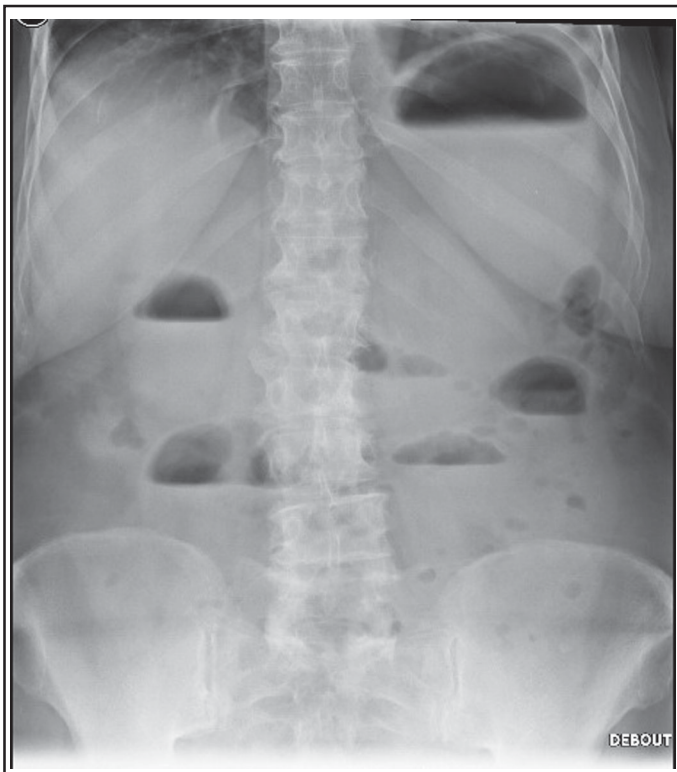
Radiographie d'abdomen sans préparation montrant plusieurs niveaux hydroaériques.
